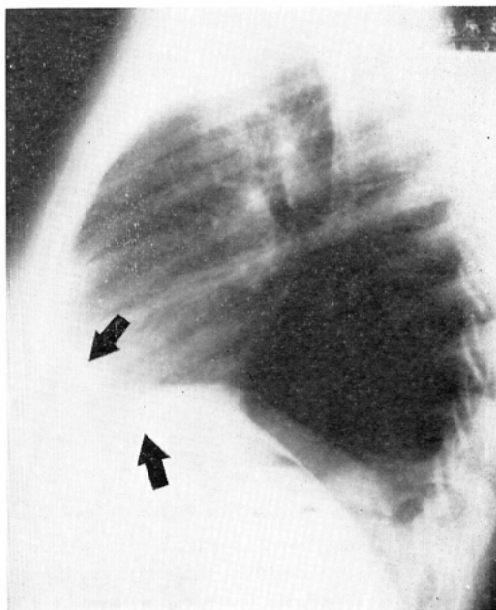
Same case as in Fig. 5, A. Lateral chest roentgenogram shows blunting of the sternal-diaphragmatic angle by added density, and thickening of the left hemidiaphragm shadow.
